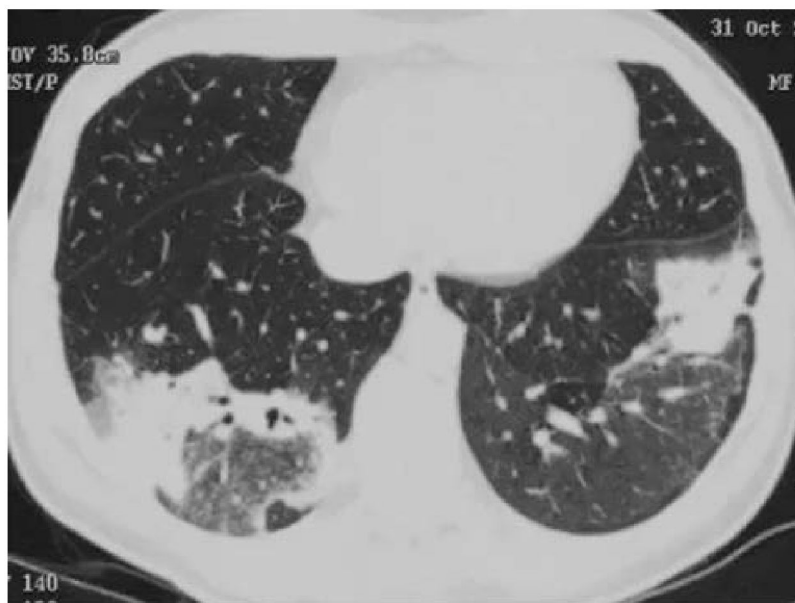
Симптом консолидации на КТ грудной клетки
